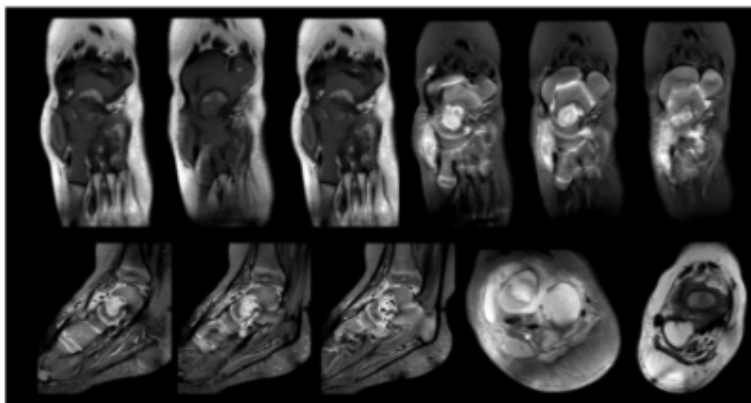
Nueva resonancia magnética a los 4 meses de iniciado el tratamiento antituberculoso, con recidiva de la lesión
